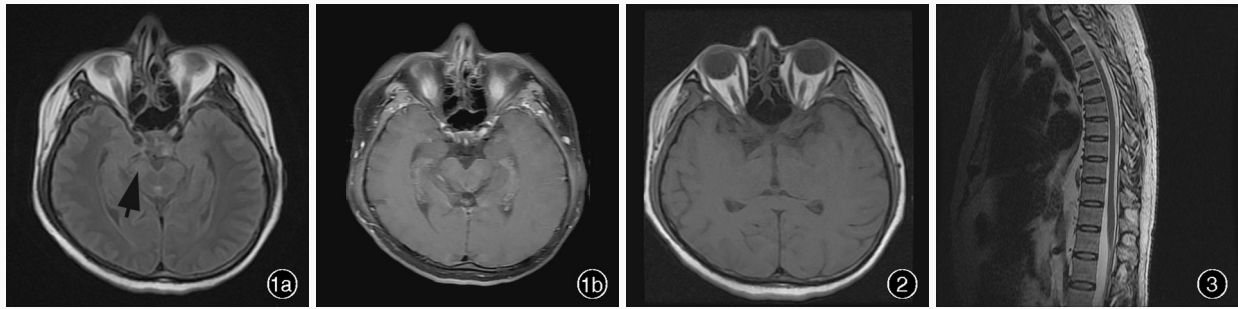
首次入院时头部 MRI 检查所见 1a 横断面 FLAIR 成像, 双侧侧脑室不对称, 脑干可疑不均匀异常略高信号影(箭头所示) 1b 横断面增强 T₁WI 未见明显异常强化 图 2 首次入院时视神经横断面 T₁WI 未见明显异常 图 3 首次入院时全脊椎矢状位 T₂WI 未见明显异常
